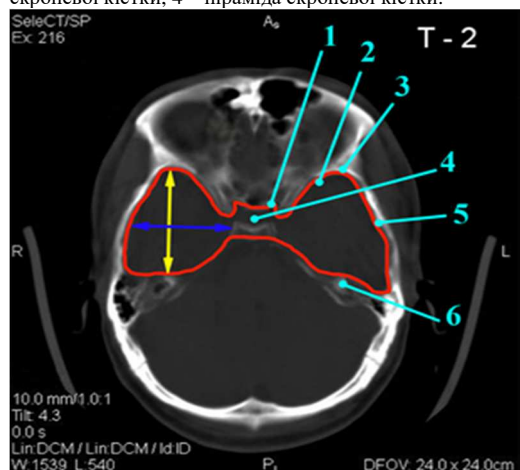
Томограма в кістковому режимі на рівні T2. Морфометрія поздовжнього та поперечного розмірів СЧЯ справа й зліва. Примітки: 1 – передній нахилений відросток; 2 – мале крило (задній край) клиноподібної кістки; 3 – проекція переднього полюса скроневої кістки; 4 – турецьке сідло; 5 – луска скроневої кістки; 6 – піраміда скроневої кістки.
